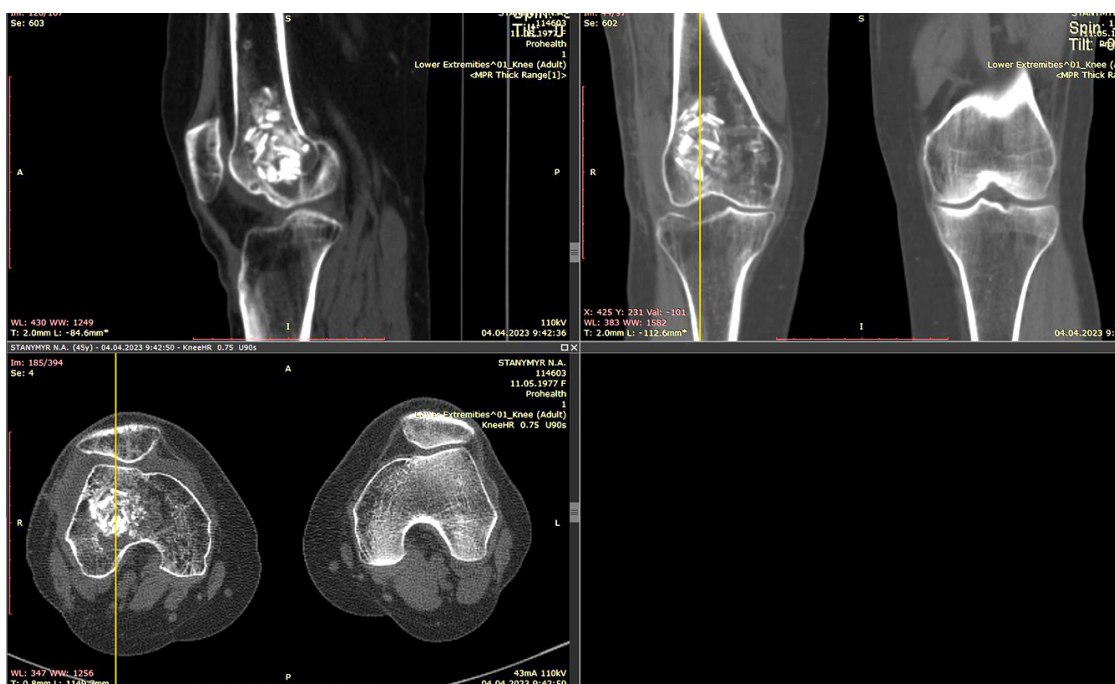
КТ пацієнта. Енхондрома проксимального епіметафізу стегнової кістки, один рік після операційного заміщення енхондроми.
